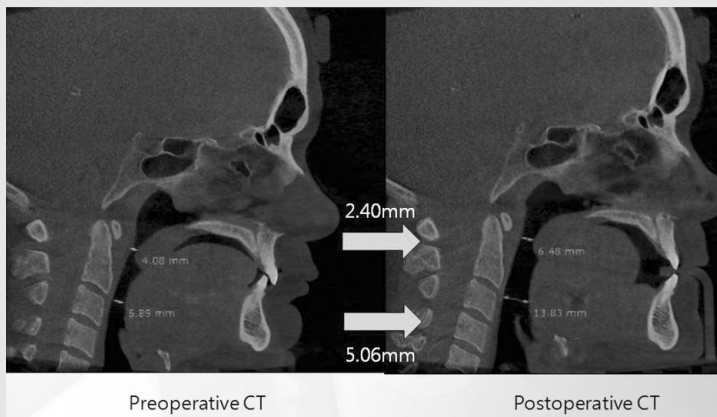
Changes at Level of palate and hypopharynx : sagittal view in cone-beam computed tomogram(CBCT)
